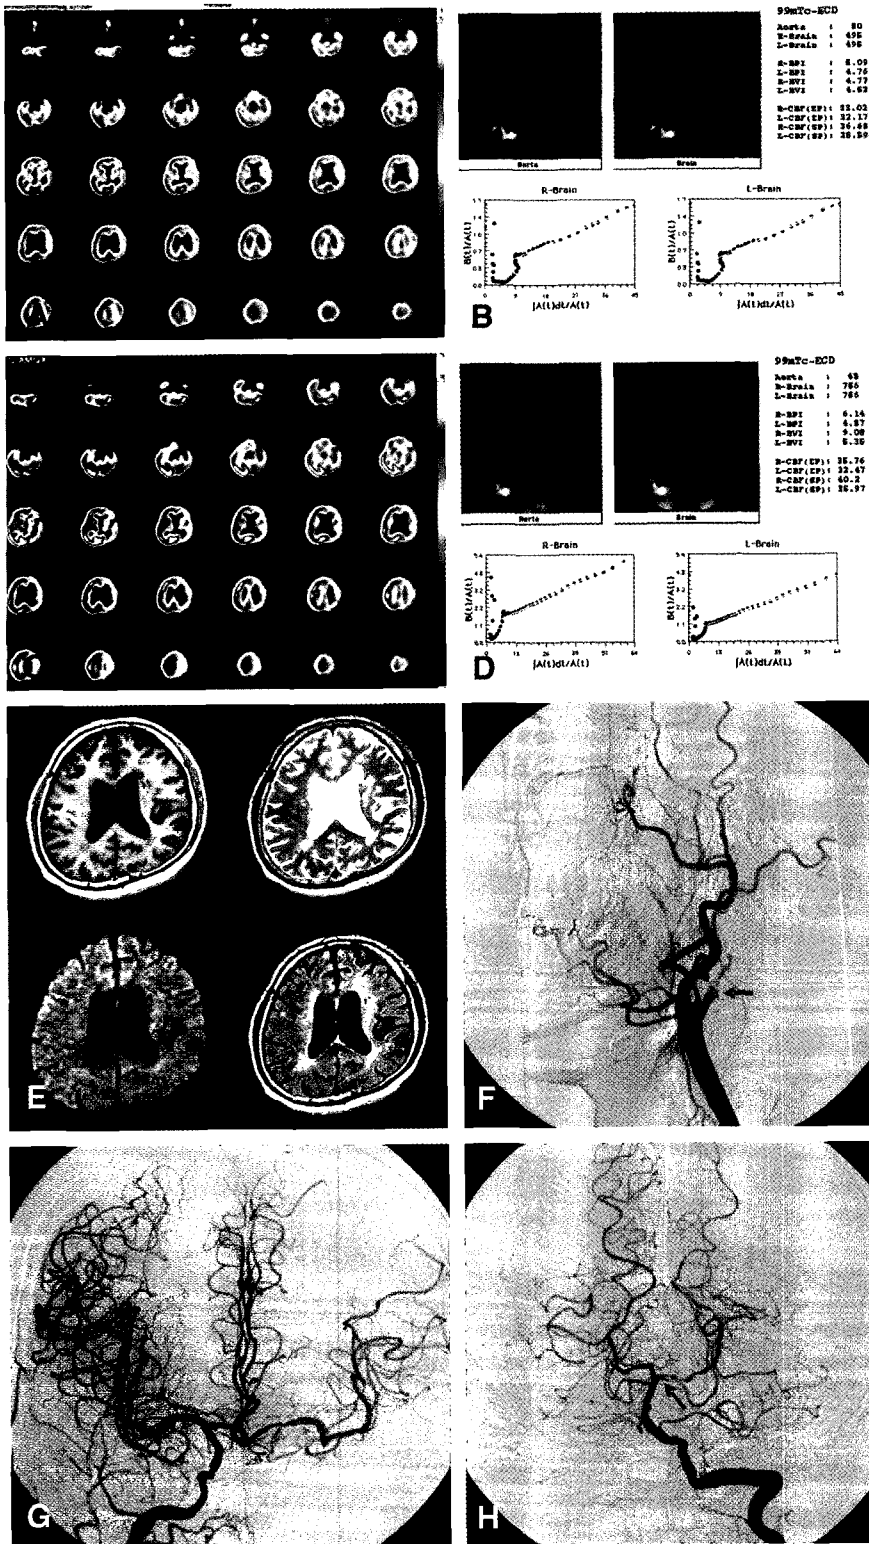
A 68 year-old man with right side motor weakness since 15 days ago. Baseline and acetazolamide-enhanced brain perfusion SPECT studies were obtained to evaluation of baseline perfusion status and cerebral vascular reserve before balloon dilatation of left ICA stenosis. (A) Asymmetrically decreased perfusion in left fronto-temporo-parietal and left occipital cortex areas and left deep gray matters, suggesting ischemia of left ICA and possibly PCA territories on baseline SPECT images. (B) BPI is asymmetrically decreased in left cerebral hemisphere on baseline cerebral angiography. (C) After acetazolamide administration, exaggerated asymmetry of left ICA and PCA territories is noted, suggesting decreased vascular reserve. (D) Asymmetry of BPI is also exaggerated on cerebral angiography after acetazolamide administration. (E) There is no evidence of acute cerebrovascular event on brain MRI (T1WI, T2WI, DWI, and FLAIR images). (F) Left common carotid angiogram shows occlusion of proximal portion of left ICA (arrow). (G) Well developed collateral flow to left anterior cerebral artery and middle cerebral artery territories on right common carotid artery angiogram. (H) Left vertebral angiogram shows severe stenosis at the proximal portion of left posterior cerebral artery (arrow).
